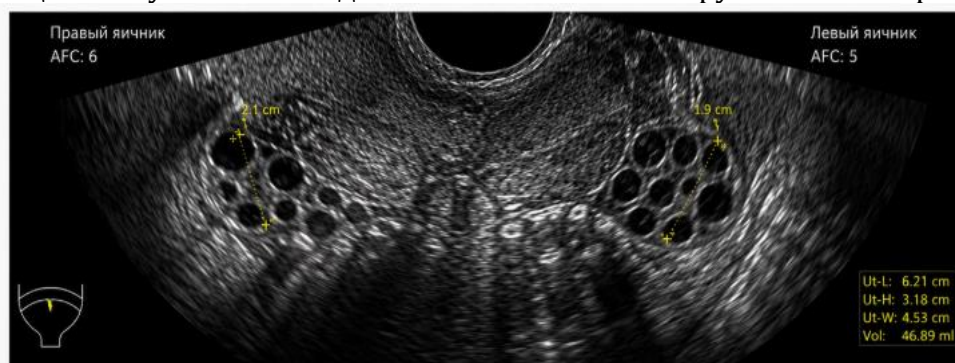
УЗИ картинка после хирургического лечения.
